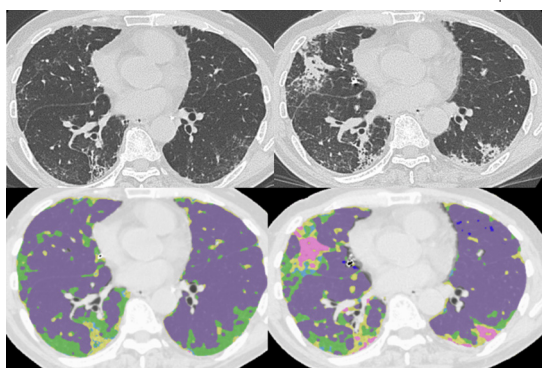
70 歳代男性、IPF 初診時 (a,b)、無治療で 1 年後 (c,d) の CT 画像 (a,c) とその解析画像 (b,d) 藤色；正常肺、青；肺気腫、黄緑；すりガラス影、ピンク consolidation、黄色および水色；線維化 1 年後の画像で、線維化 (黄色) や consolidation (ピンク) が増加している。(文献 25 より転載)
